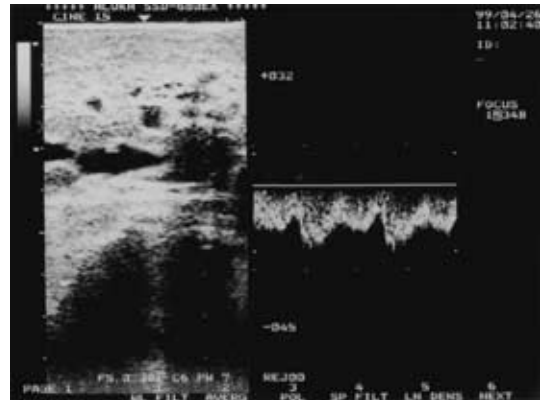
Pulsed Doppler ultrasonography of the liver during operation. Before clamping the inflow of the varices, the portal flow was reversed direction(A) Immediately after clamping the varices, the direction of the portal blood flow became orthograde, and the sufficient portal inflow into the liver was obtained(B)
